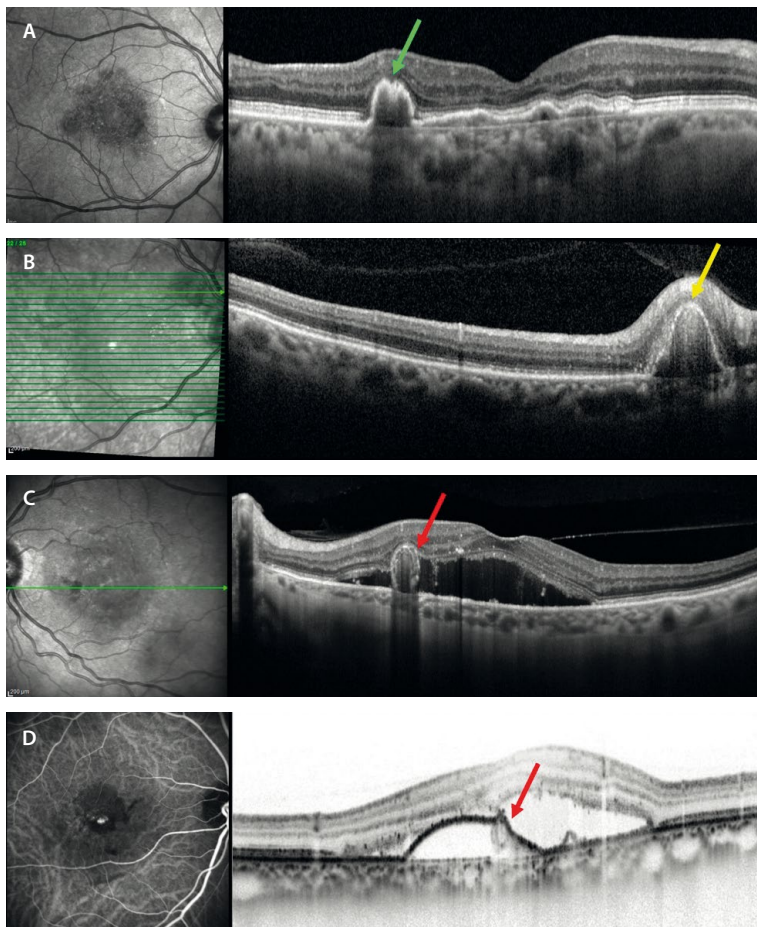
Diferentes signos en la tomografía de coherencia óptica que orientan a membrana neovascular de tipo 1 aneurismática o VCP. A-C) La imagen cercana a la infrarroja localiza el componente neovascular como un área hiporreflectiva. A) Signo de la «doble línea» que corresponde al desdoblamiento del epitelio pigmentario de la retina de la membrana de Bruch que contiene la red vascular de la membrana neovascular. En su extremo se localizan las dilataciones aneurismáticas o pólipos como un desprendimiento del epitelio pigmentario de la retina con una muesca en el centro adquiriendo forma de «M». B) Se aprecia un desprendimiento del epitelio pigmentario de la retina picado en forma de «V» o «dedo de guante» de contenido heterogéneo, pero hiperreflectivo en el techo que corresponde a pólipos peripapilares. C) El corte de la tomografía de coherencia óptica hace referencia a un desprendimiento del epitelio pigmentario de la retina seroso con doble pared hiperreflectiva. Esa pared más interna corresponde a la pared del pólipo, siendo el lumen más hiporreflectivo «signo de la burbuja» o *bubble sign*. D) En este caso, la tomografía de coherencia óptica corresponde a un corte que pasa por el punto caliente de la angiografía con verde de indocianina y representa un desprendimiento del epitelio pigmentario de la retina seroso con el pólipo en el techo del desprendimiento, que hace que el contorno no sea tan redondeado, sino más lobulado. Se aprecia de nuevo como una estructura circular con su propia pared, denominado «signo de la burbuja» o *bubble sign*.
